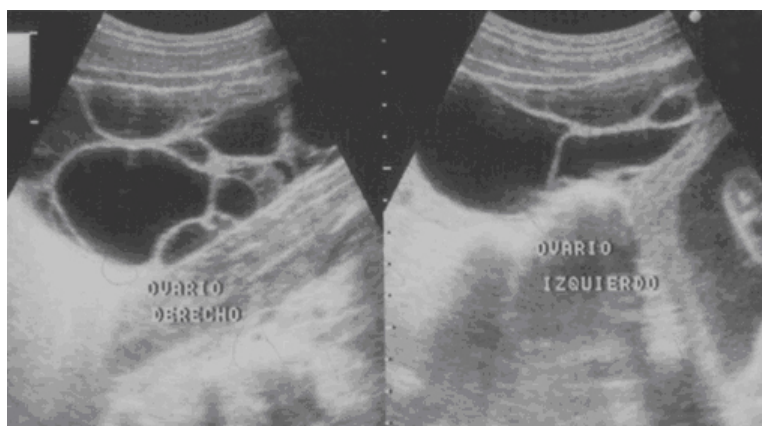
Ecografía transabdominal de un cistoadenoma seroso papilar bilateral
